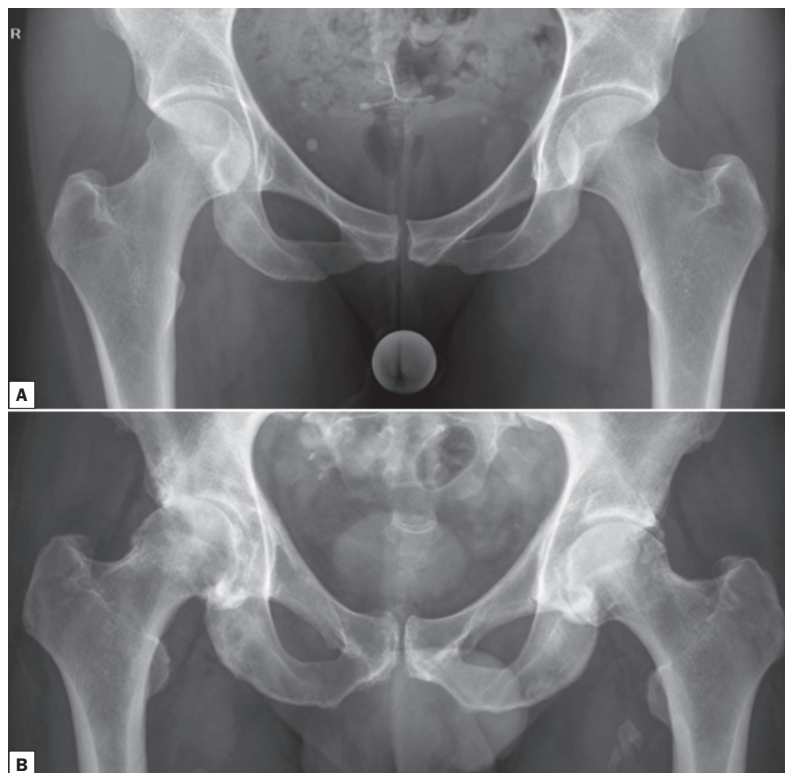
a.-p.-Röntgenbilder Becken tiefzentriert. A) Keine Arthrosezeichen, B) rechtsseitig ausgeprägte Coxarthrose mit aufgehobenem Gelenkspalt kranial, Geröllzysten und Osteophyten
